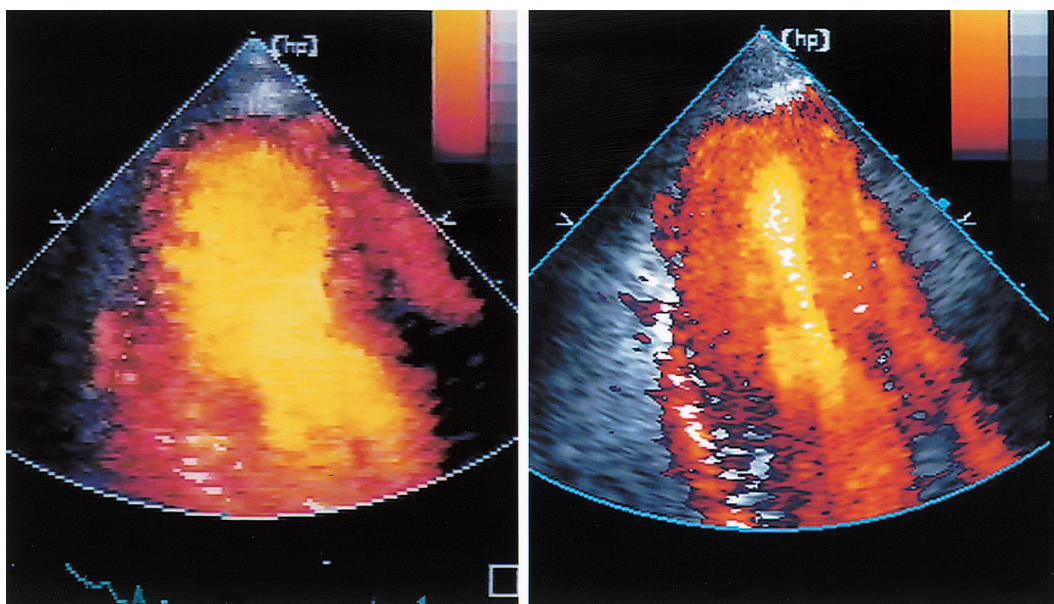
Myocardial contrast echocardiograms revealing a contrast defect correlated with apical ballooning in the acute phase (left) and recovering in the chronic phase (right)
